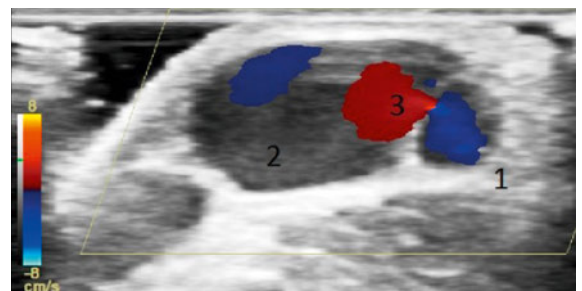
Sonographischer Farbduplex: Querschnitt. Kubitalvene (1), venöses Aneurysma (2) und provoziertes Jet-Fluss durch distale Kompression in das Aneurysma (3).
